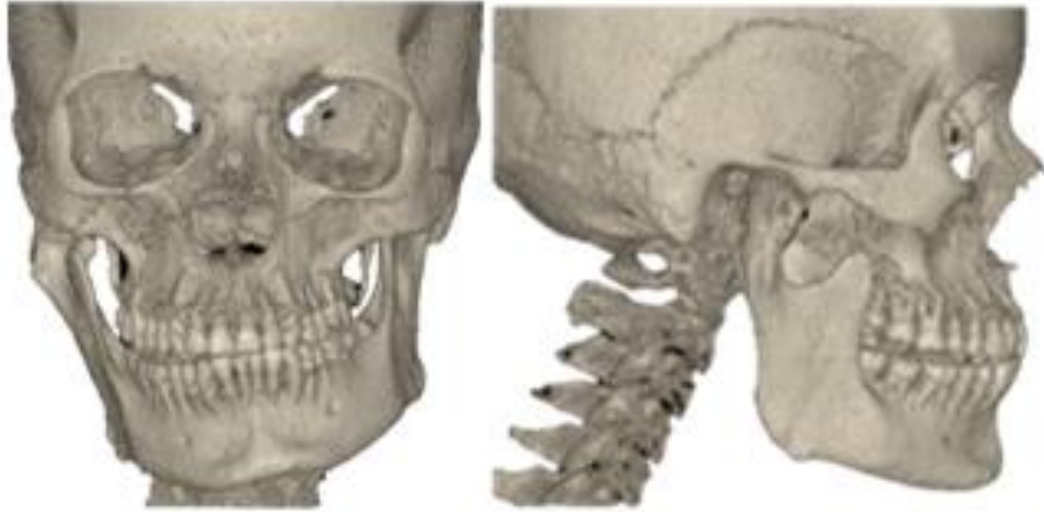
Tomografía Cone Beam. Pre Operatorio
